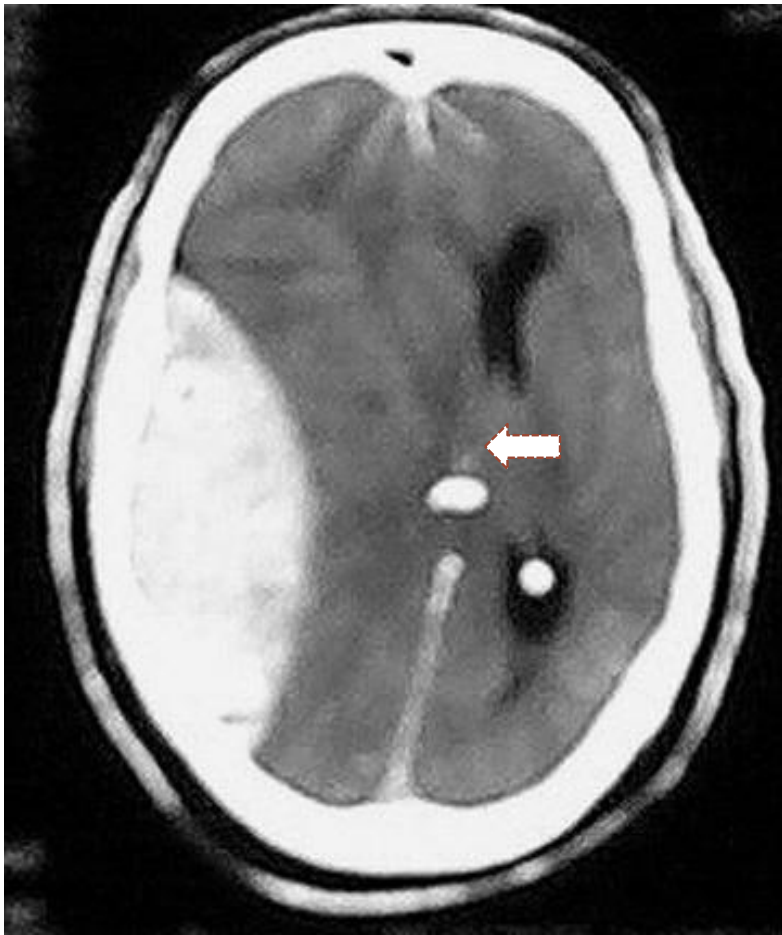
CT-scan showing the right front-temporo-parietal hyper - dense subdural expansive mass, with a 1cm midline brain shift, suggesting an acute subdural hematoma.
